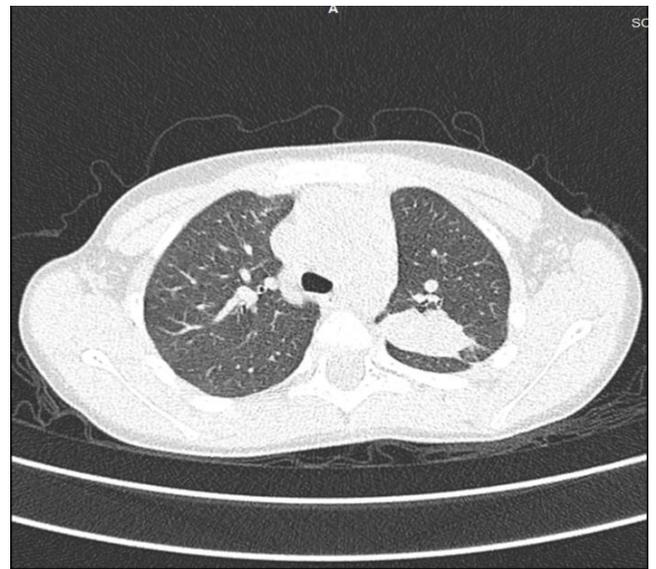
КТ органов грудной клетки с контрастным усилением от 13.11.2019 г.
